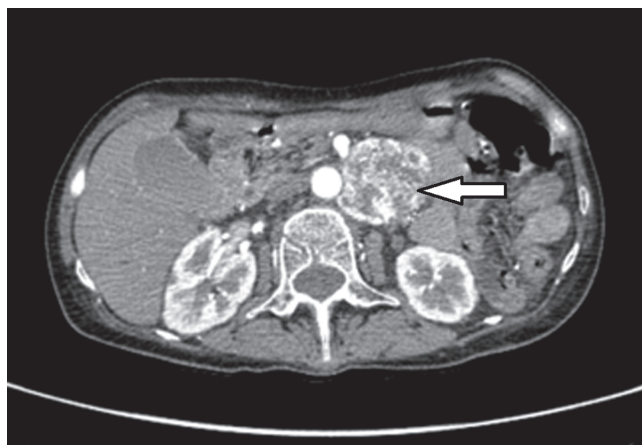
КТ-скан с изображением опухоли от уровня нижнего края тела позвонка L<sub>1</sub> до уровня верхнего края тела позвонка L<sub>4</sub>
